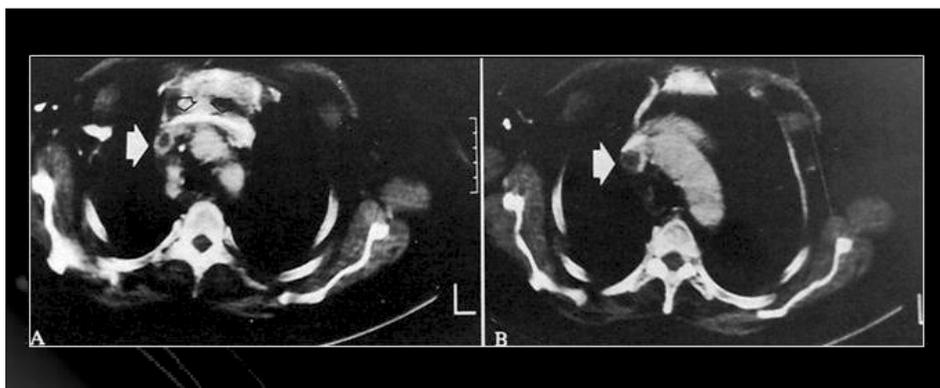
TC: trombosi della vena cava superiore.
